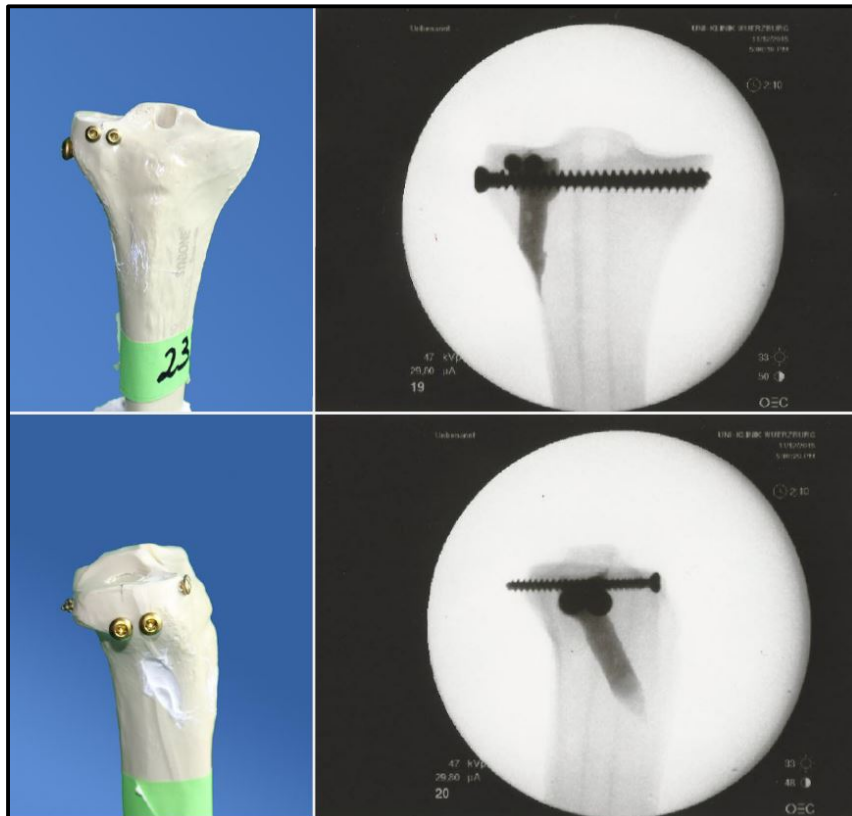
a.p. (oben) und laterale (unten) Fotografien sowie dazugehörige Röntgenbilder einer Jail-Technik Versorgung + chronOS™ Inject
